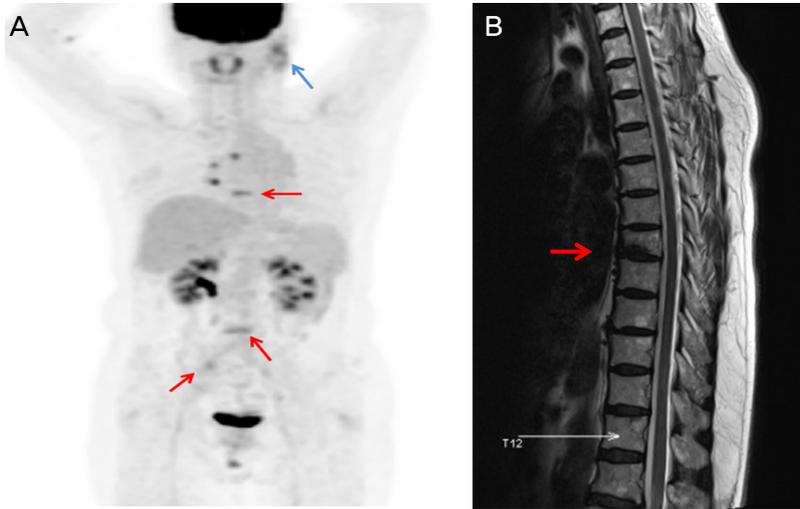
Multiple metastases of solitary plasmacytoma. (A) Multiple metastases of solitary plasmacytoma are shown on positron emission tomography-computed tomography (blue arrow: left parotid gland, red arrows: T7, L4, right ilium). (B) Sagittal view of the spine magnetic resonance imaging shows lytic bone lesion of T7 (red arrow).
